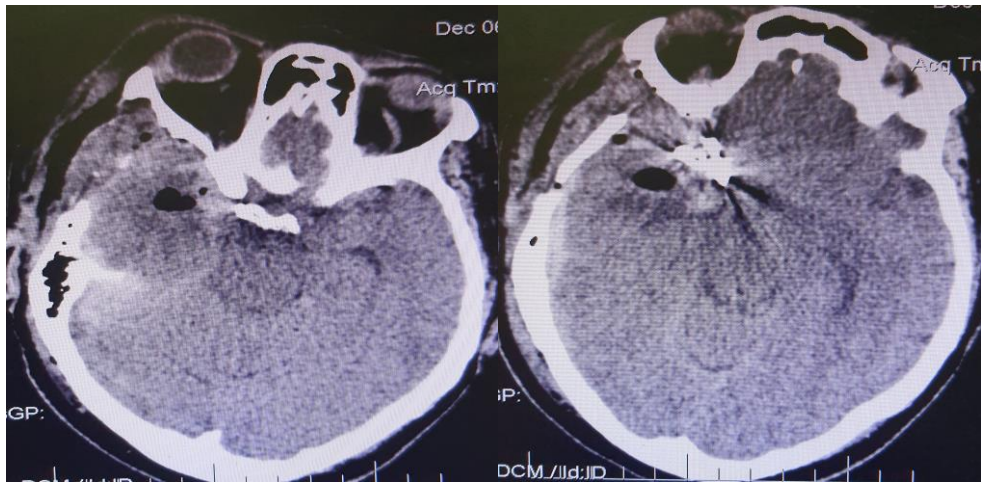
КТ-АГ хворої Ч.
